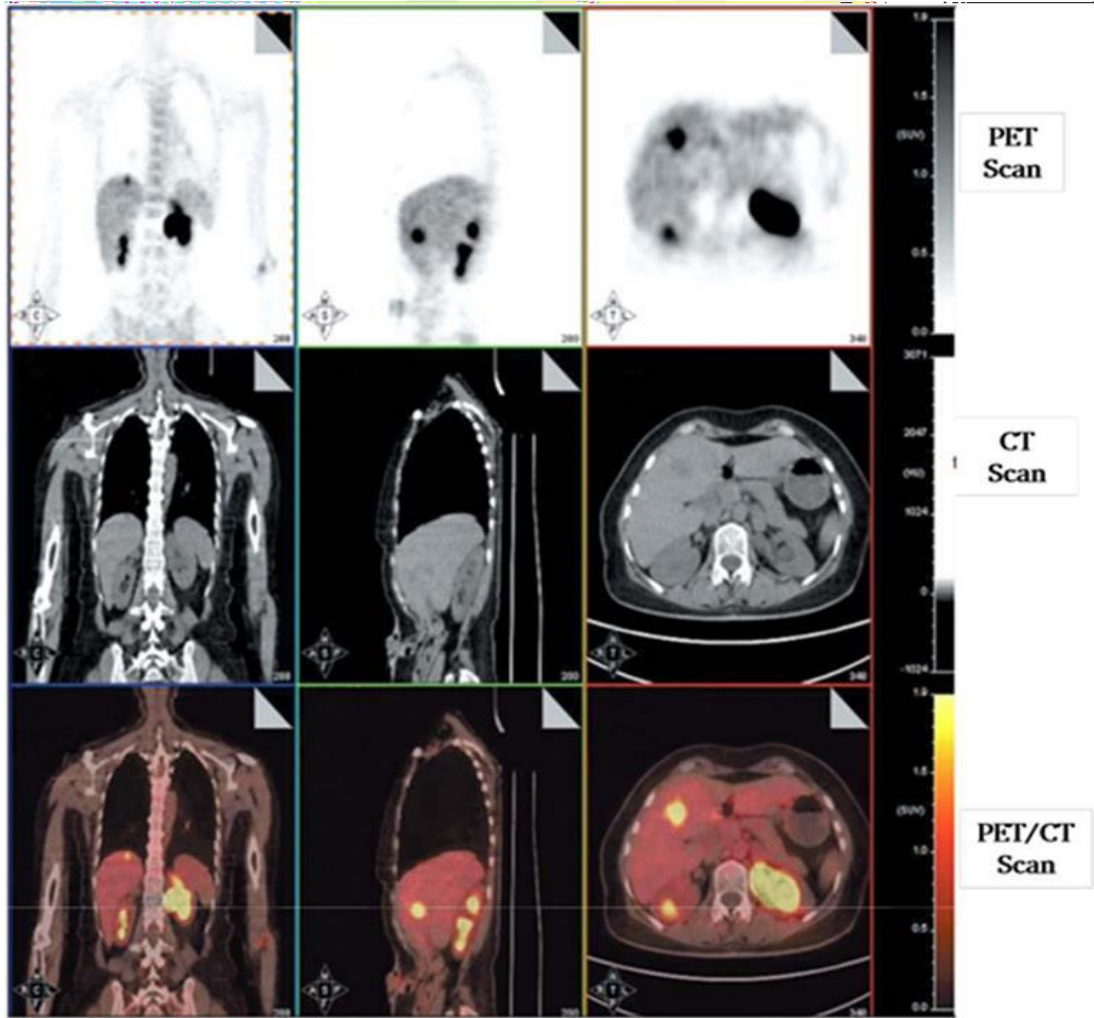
Bilgisayarlı Tomografi
